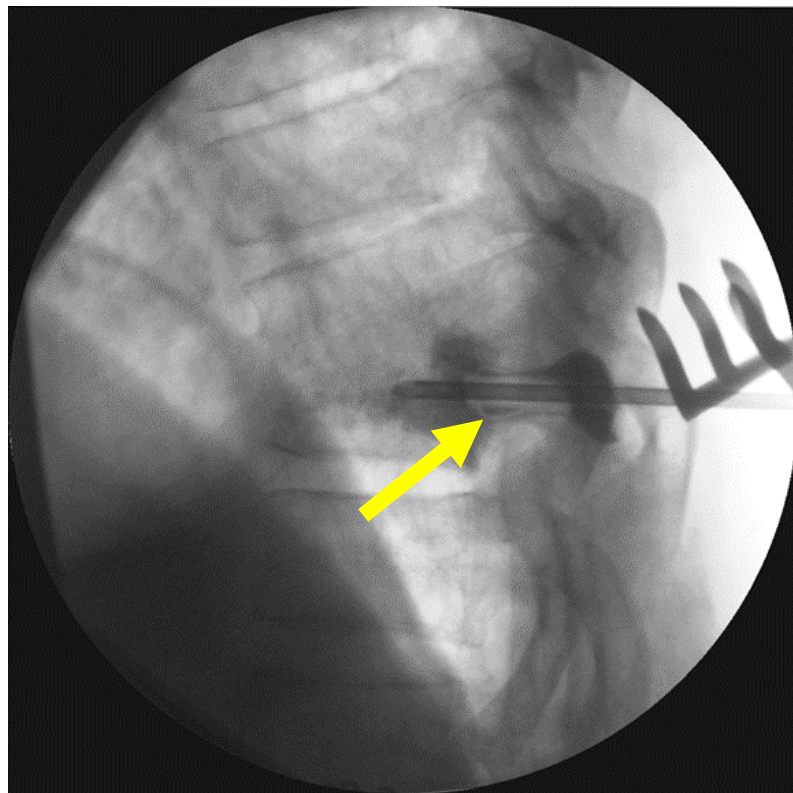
Интраоперационная рентгенограмма. Распространение костного цемента в теле позвонка указано стрелкой.
